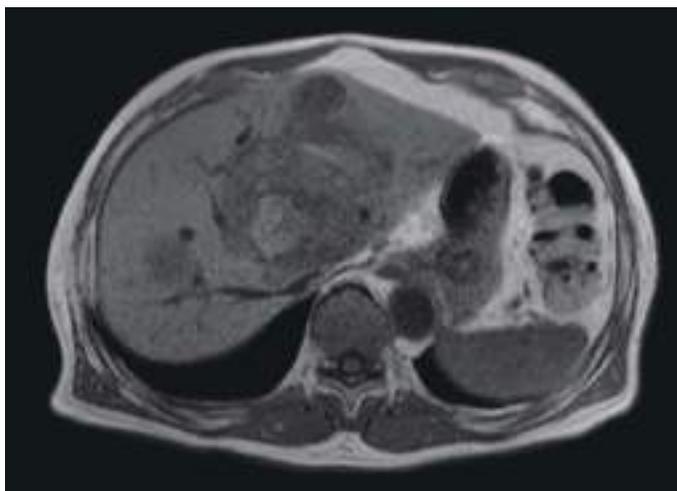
腹部 MRI T1WI (in phase)
